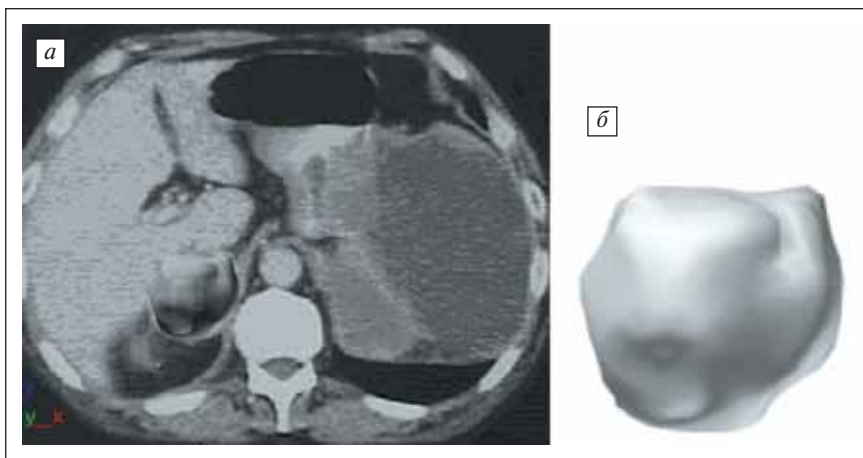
Плотность образования в проекции правого надпочечника близка к плотности жидкости (зона тканевого некроза) — метастатическое поражение обоих надпочечников и селезенки (КТ): а — общий вид; б — изображение опухоли, развернутое на 110°
